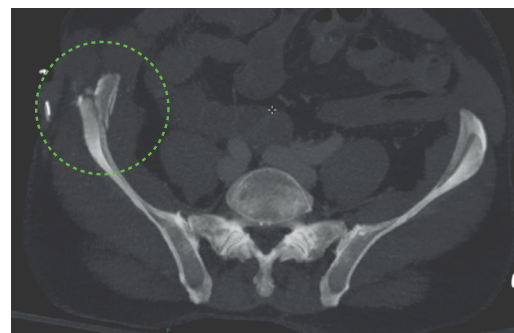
Exemple de lésion Tile A au CT-scan (en MIPR).
